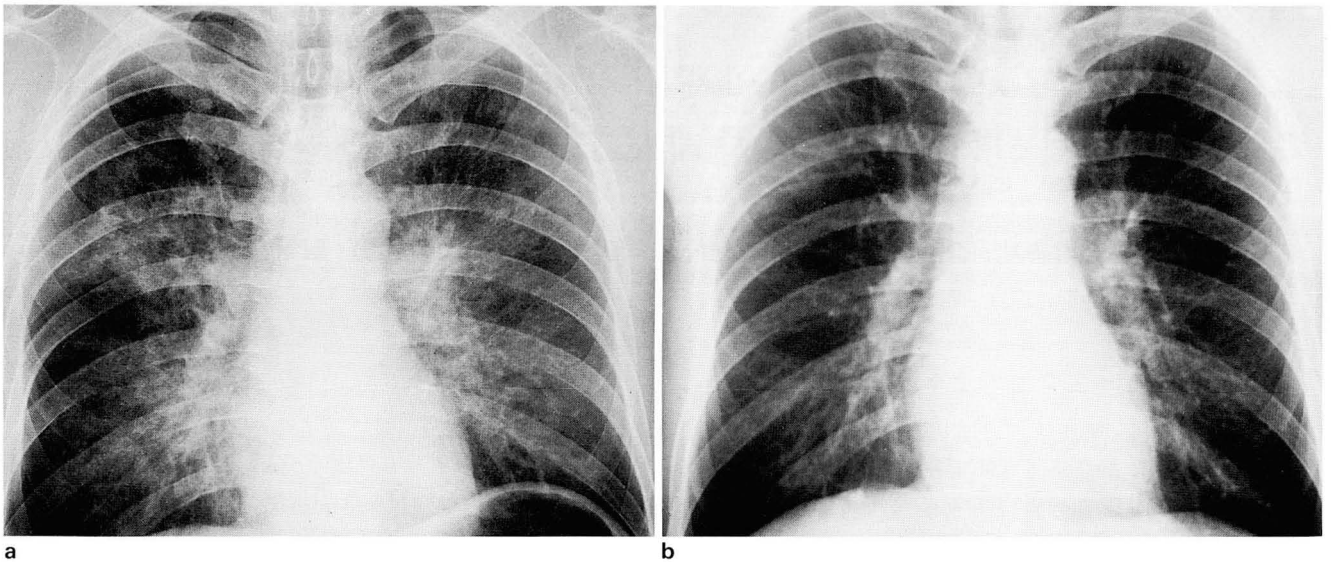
Chest radiographs of a 45-year-old man with hydrogen sulfide gas poisoning.
